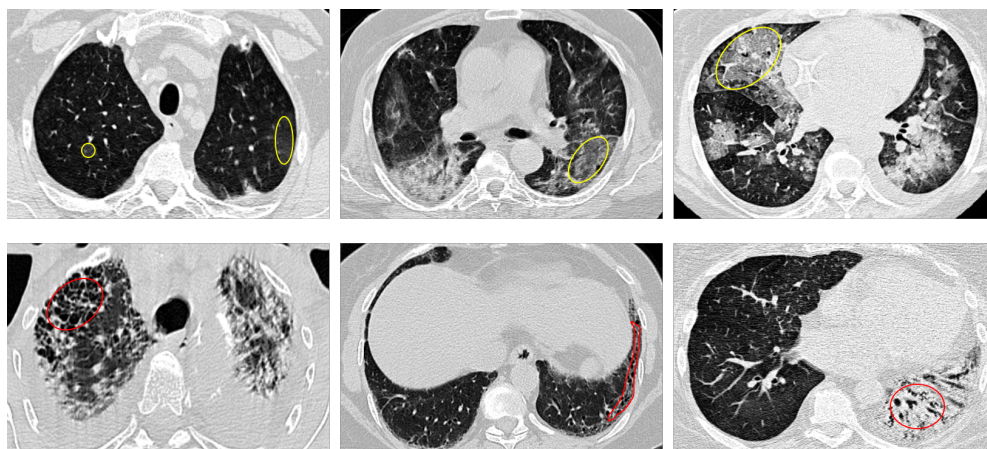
Images CT pulmonaires contenant des changements radiologiques associés à la présence de maladies pulmonaires. En haut, des images contenant des textures typiques de verre dépoli (contours en jaune) sont présentées. En bas, les contours en rouge présentent des motifs de rayons de miel (image de gauche), de la réticulation (au centre) et une présence intense de tissus conjonctifs (à droite), tous associés à de la fibrose.
